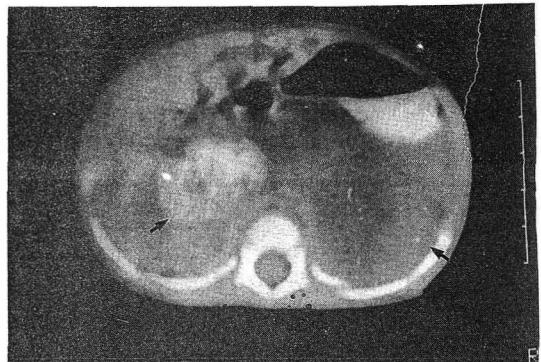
CT scan demonstrates both suprarenal masses.
